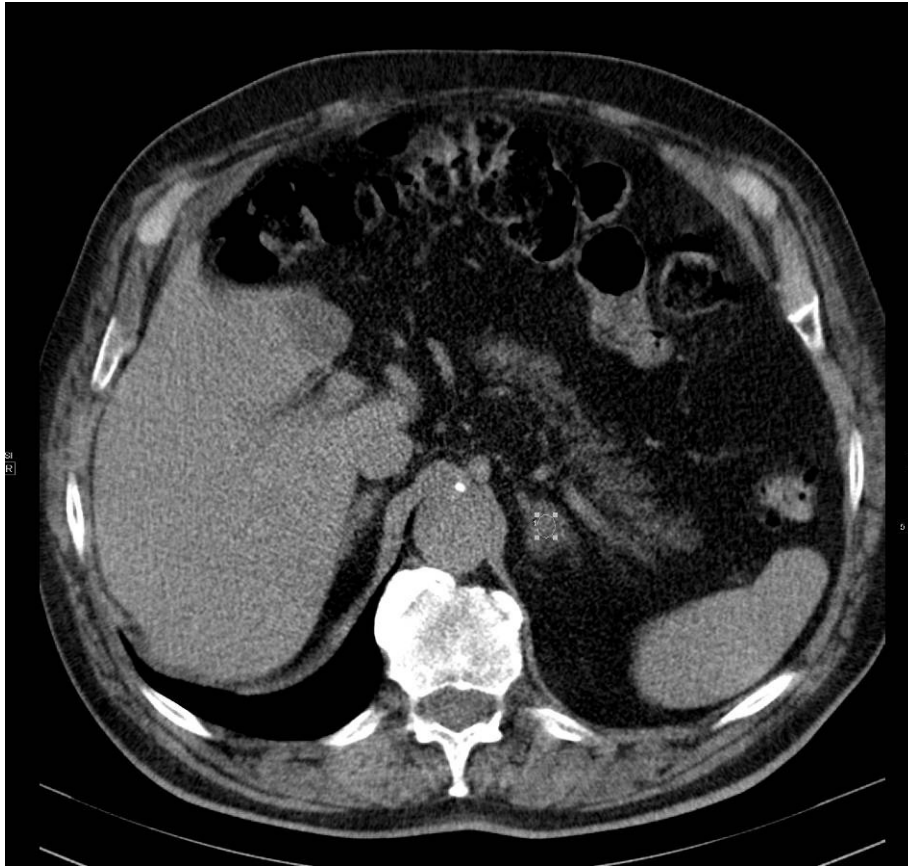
Messung der Hounsfield Units der Nebennieren-Raumforderung linksseitig in der nativen CT (9 HU, -als benigne gewertet)
